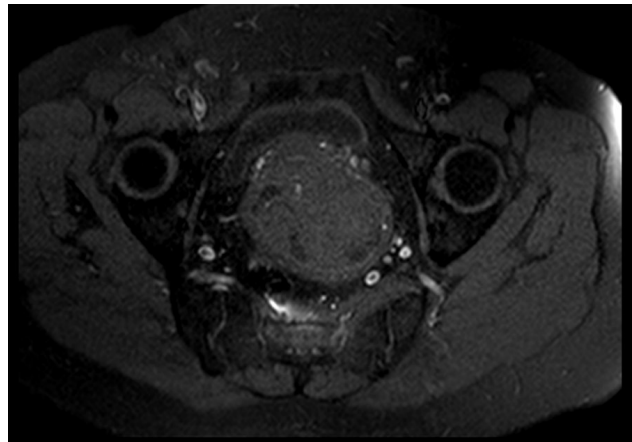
Uterine lipoleiomyoma suspected in magnetic resonance imaging – fat-saturation sequence.
